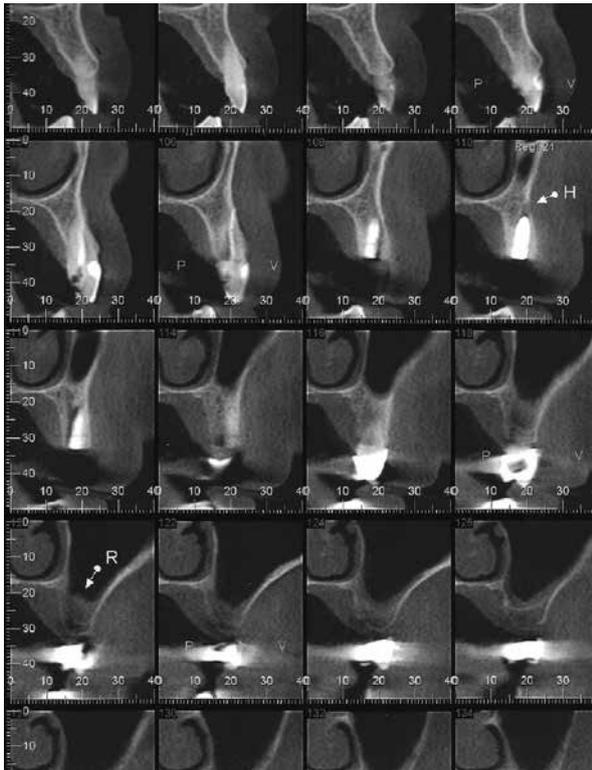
Tomografia pós operatória. Notar formação de parede vestibular.
